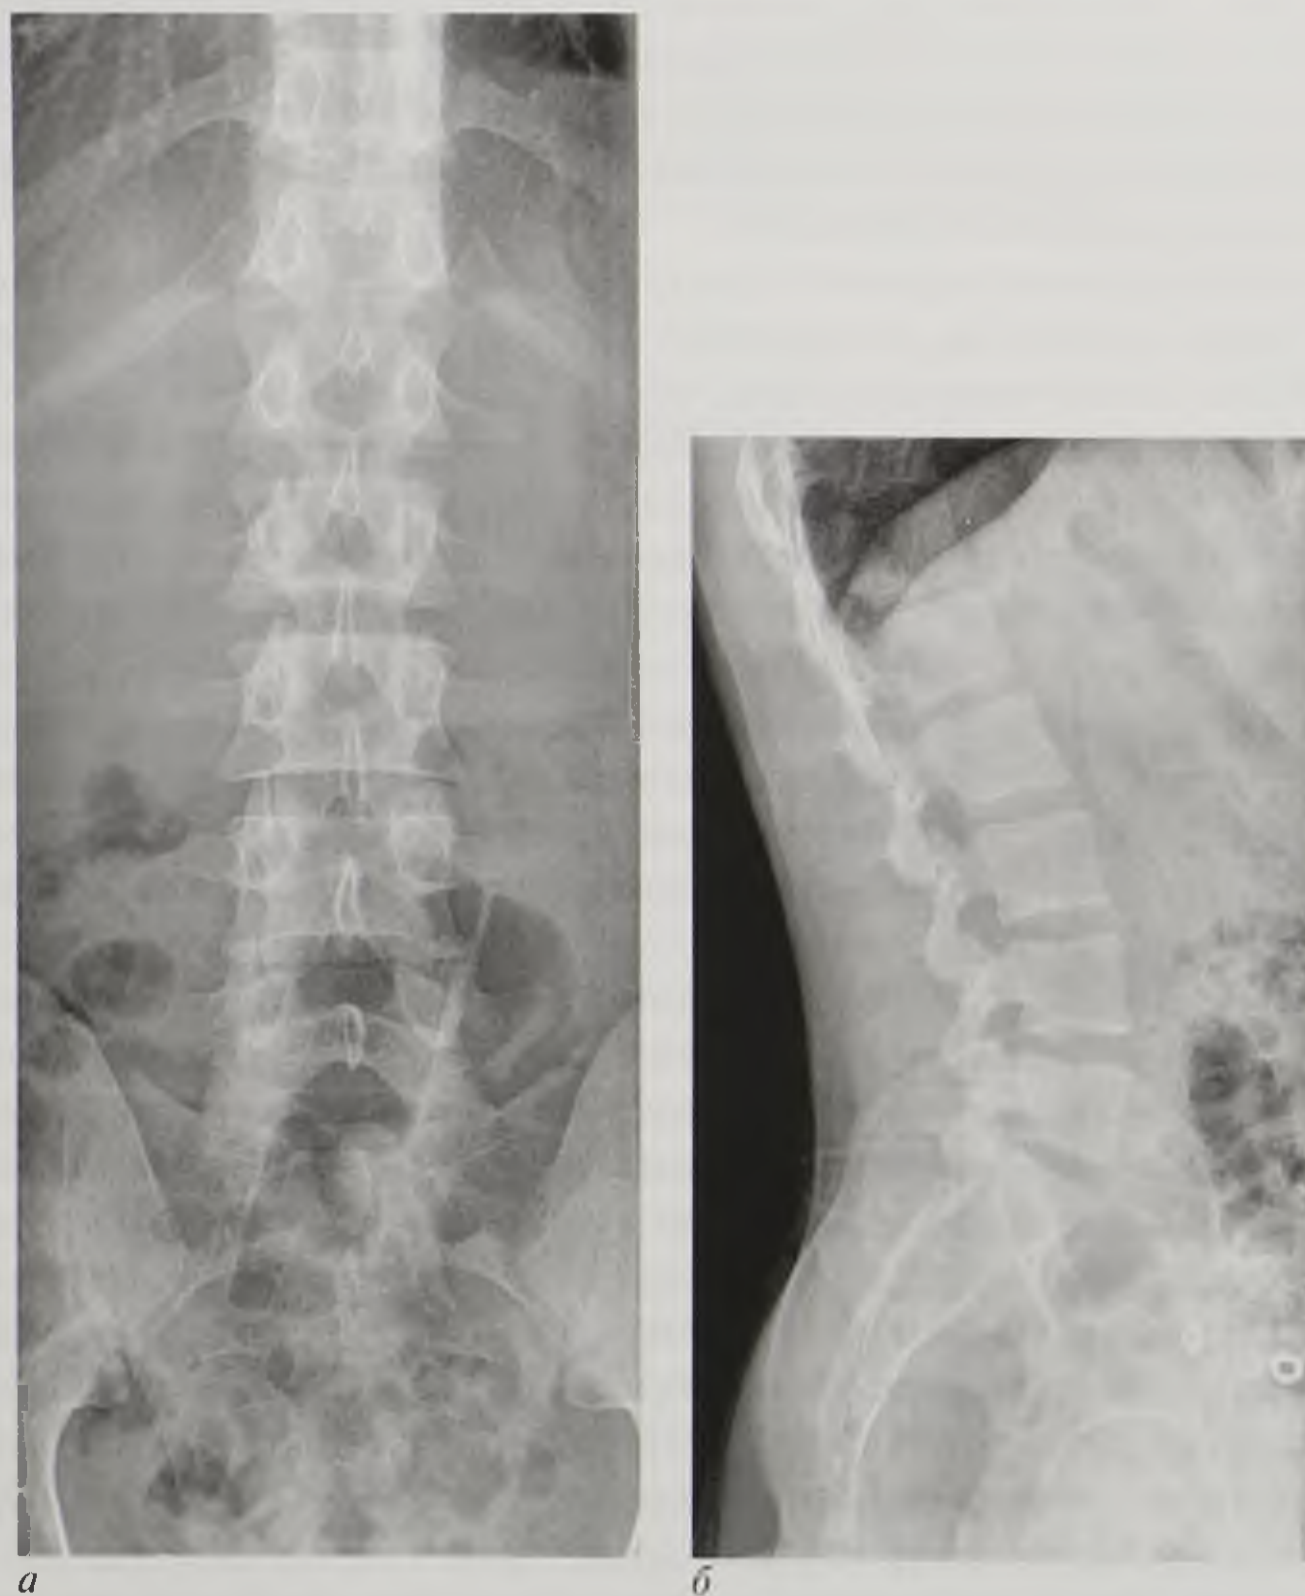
Рентгенограммы поясничного отдела позвоночника в прямой (а) и боковой (б) проекциях. Норма
